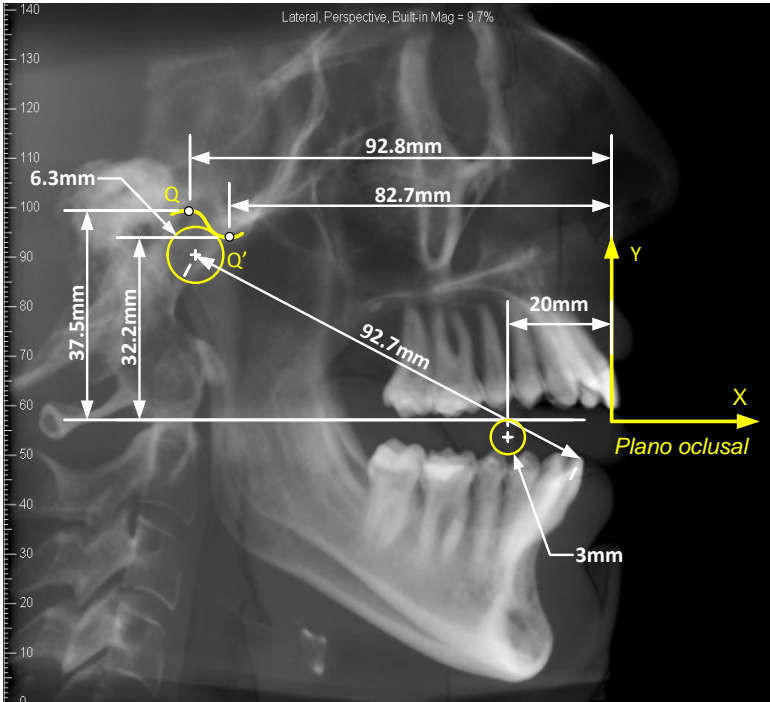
Radiografía del paciente estudiado con las mediciones realizadas
